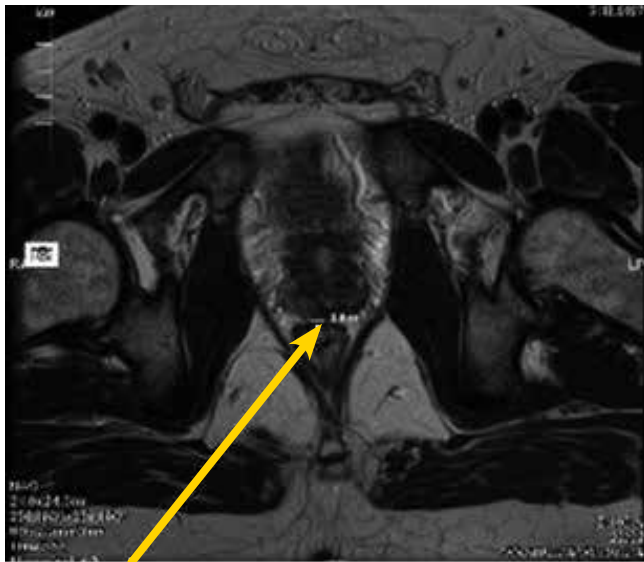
МРТ. 3 мес – ГТ. Вростание в прямую кишку. 16.11.2010 г.
